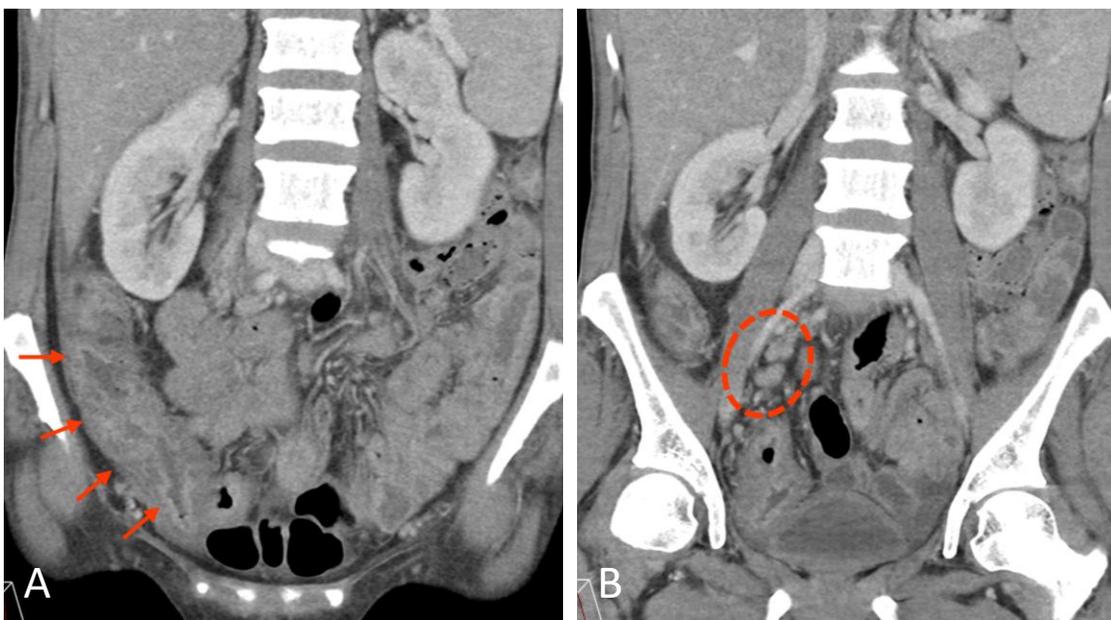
gura 48. Imagens coronais de TC de colite tuberculosa afetando o cólon direito (setas laranja), com linfonodomegalias mesentéricas associadas (círculo tracejado).
